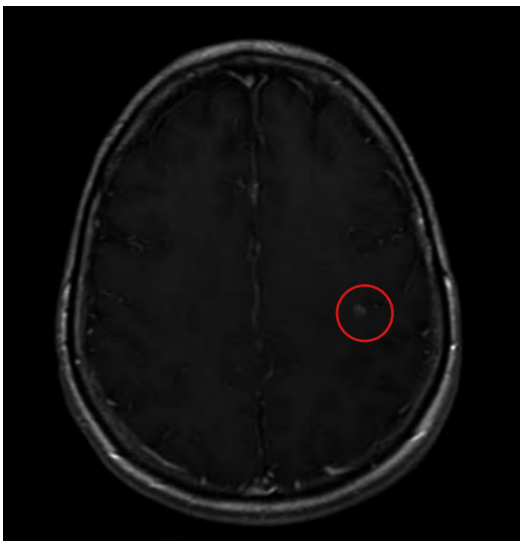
RMN cerebral T1 con contraste en diciembre 2017 con una de las lesiones nodulares en fondo de surco a nivel de cisura central frontal izquierda.
